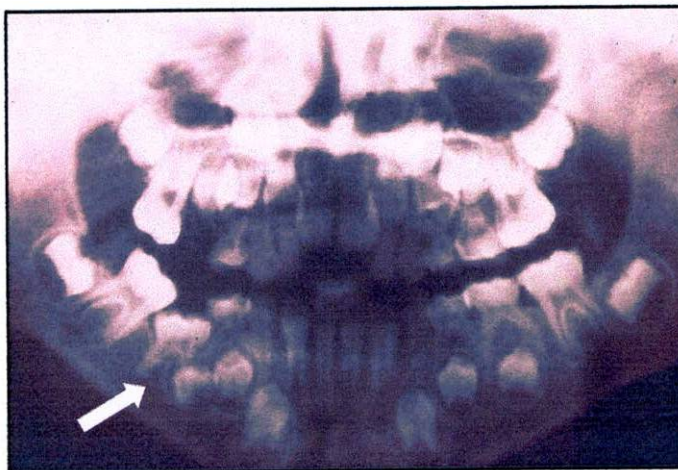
Radiografía panorámica. Año 1999.
